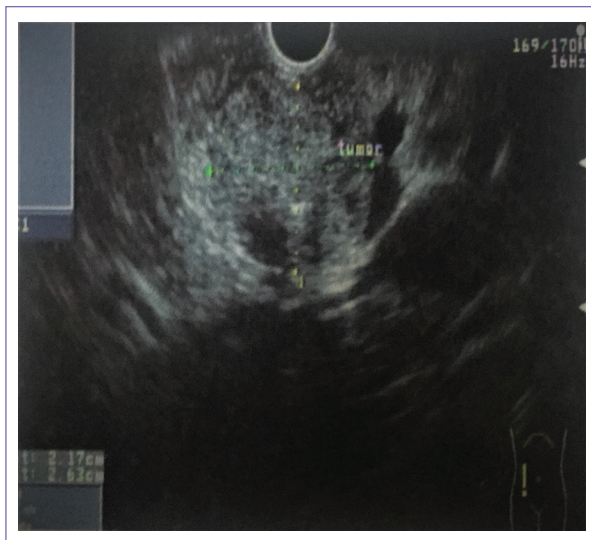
Ultrasonido endoscópico donde se aprecia lesión sólida en el cuerpo pancreático, bien definida con zonas quísticas que pueden corresponder a zonas de degeneración quística hemorrágica; dicha lesión mide aproximadamente 3 x 3 cm en su diámetro mayor, y se encuentra en íntimo contacto con los vasos esplénicos. No se aprecian adenopatías loco-regionales ni lesiones metastásicas con los vasos esplénicos.
